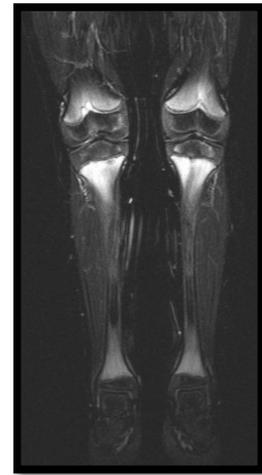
MRT-Aufnahme (TIRM-Sequenz) der unteren Extremität bei einem Patienten mit CNO
